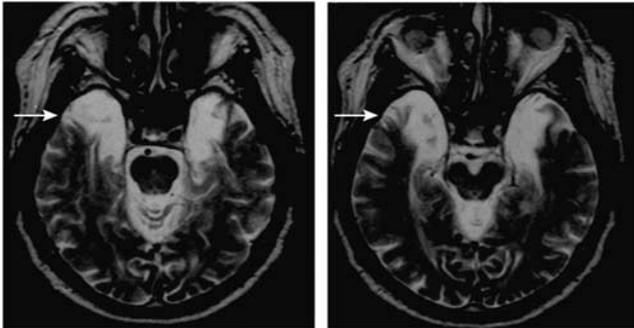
Estas dos imágenes de resonancia magnética muestran la ablación de la porción rostral del lóbulo temporal medial del paciente H. M. (flechas: áreas con señal más brillante que indica líquido cefalorraquídeo). Tomado de Corkin *et al.*, (1998).
